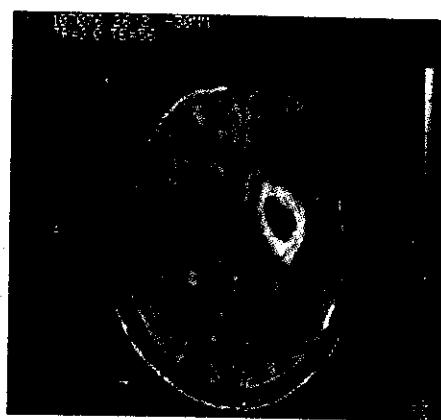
Hình ảnh bất thường xứng của vùng nhồi máu khi áp dụng kỹ thuật khuyếch tán (DWI) và kỹ thuật tưới máu (PWI);
